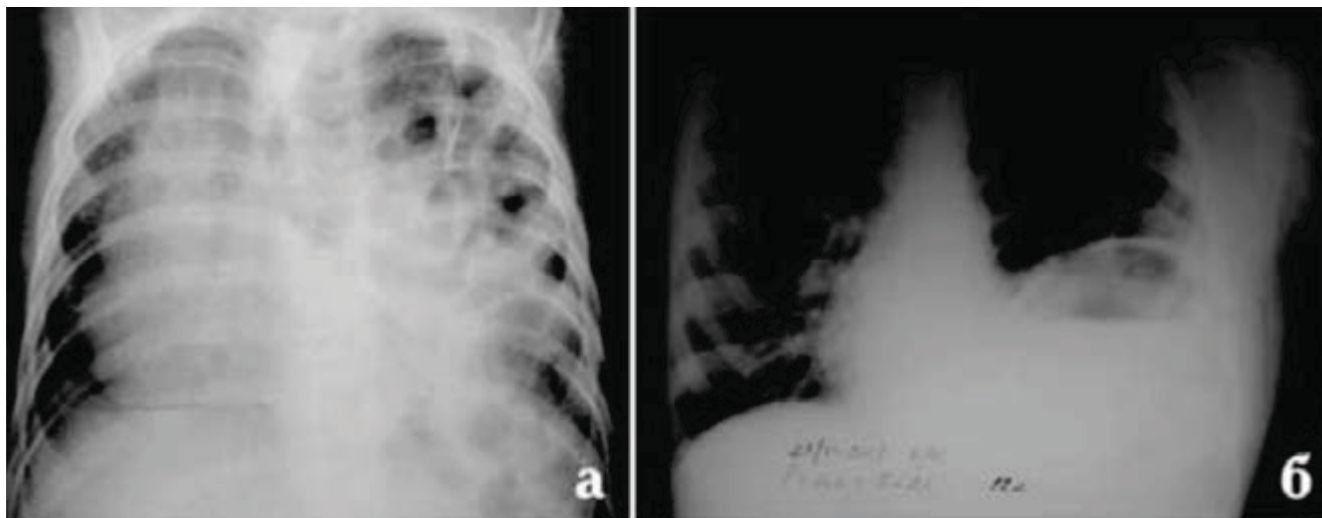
Оглядові рентгенограми органів грудної клітки і черевної порожнини в прямій (а) і боковій (б) проєкціях при грижі Бохдалека в дітей: а) 7 місяців; б) 12 років
